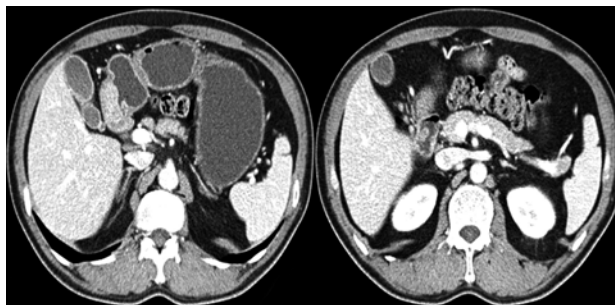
CT scan showed a focal wall thickening in pyloric antrum along greater curvature with transmural enhancement and smooth outer border (AGC [T3N3M0], stage IIA), with variable sized multiple perigastric, common hepatic, portocaval lymph nodes enlargement.
